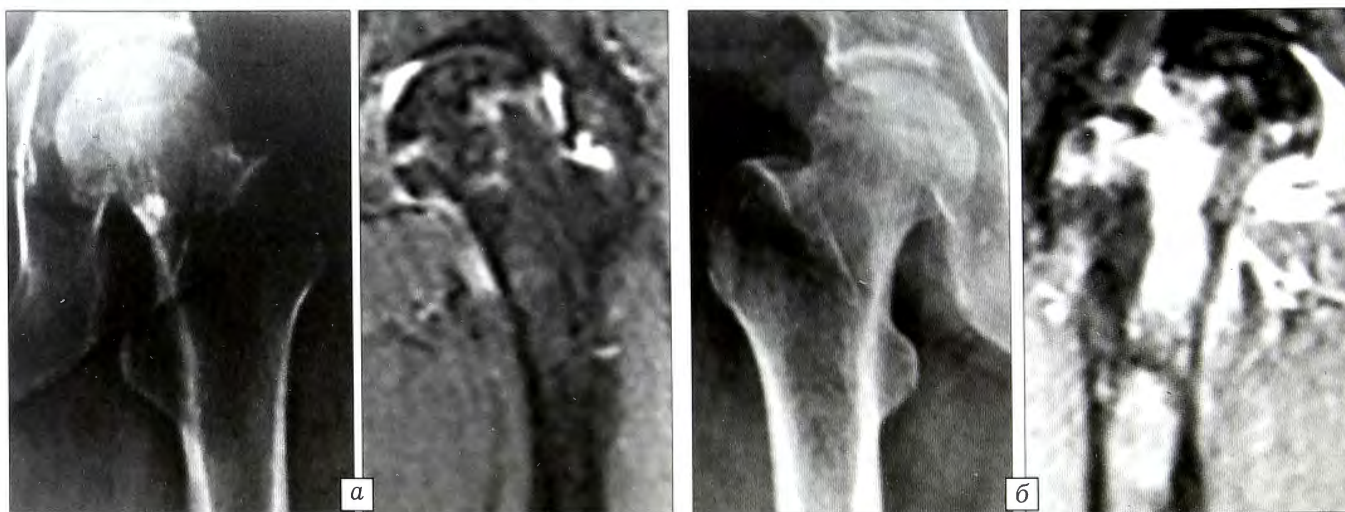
Данные рентгенографии и МРТ при ранних стадиях АНГБК.
